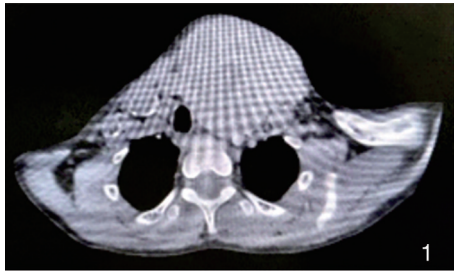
术前颈部 CTA 示左侧颈根部-锁骨窝区肿块伴多发钙化,邻近甲状腺及胸锁乳突肌受压
